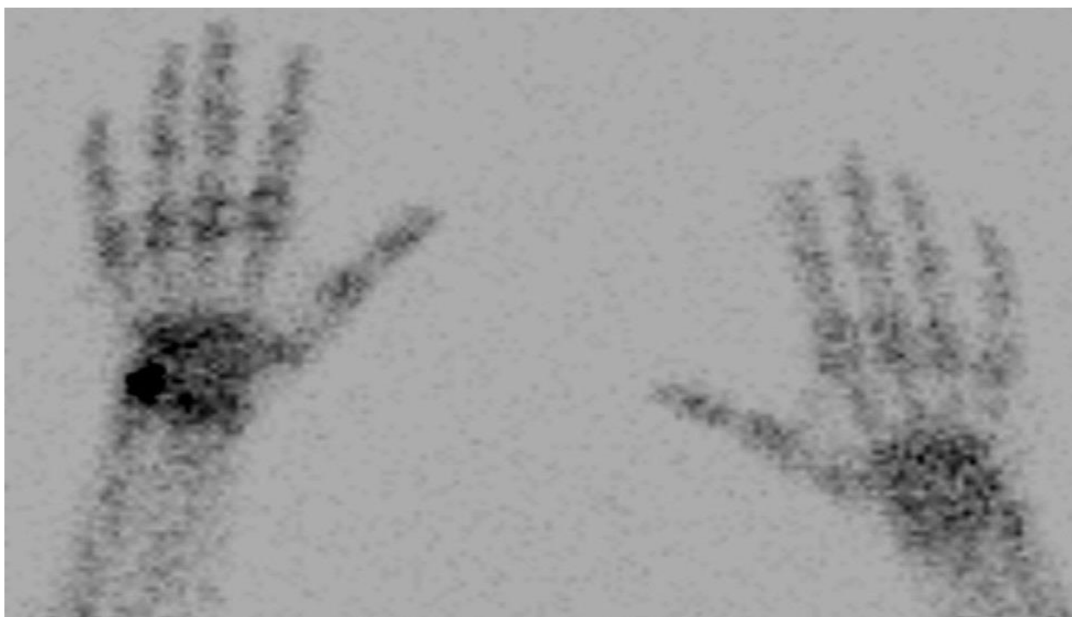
scintigraphie de la main montrant une hyperfixation au niveau de l'os pisiforme droit.[50]
